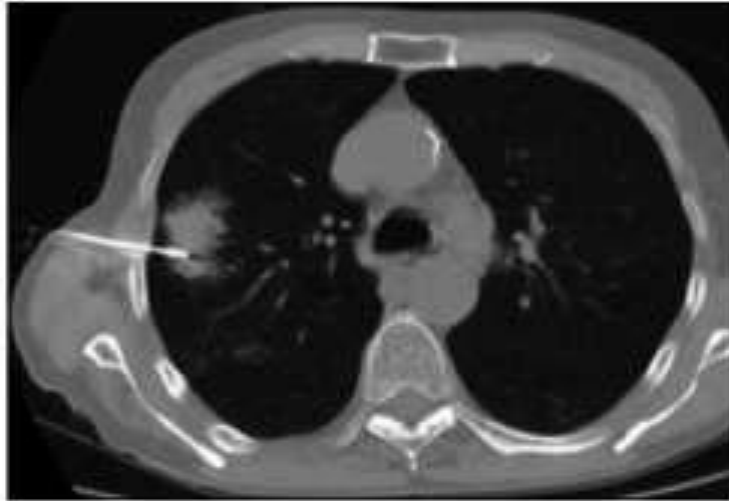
TC proyección axial con adenocarcinoma en pulmón derecho.
